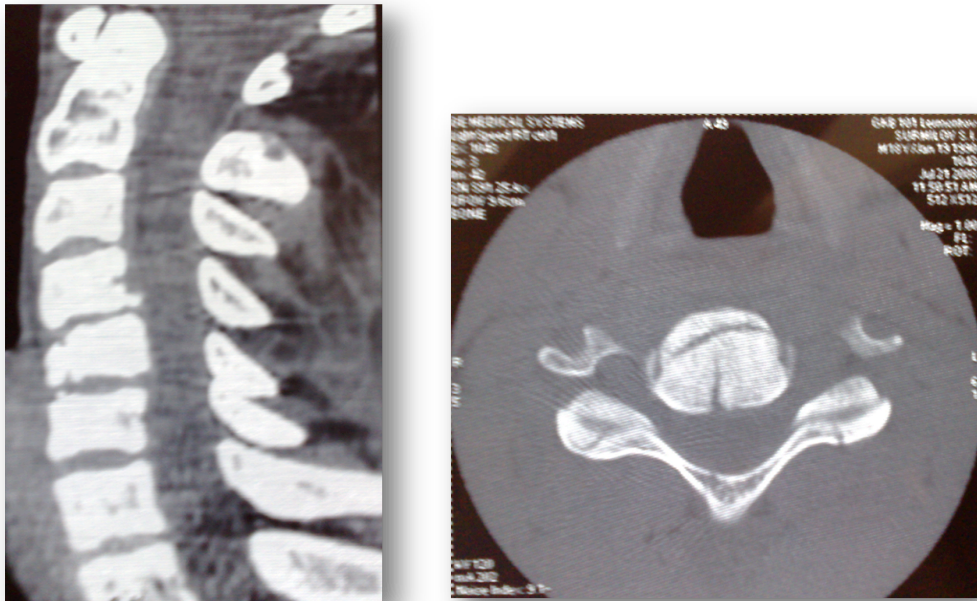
КТ шейного отдела позвоночника больного С. в сагиттальной и аксиальной проекциях
